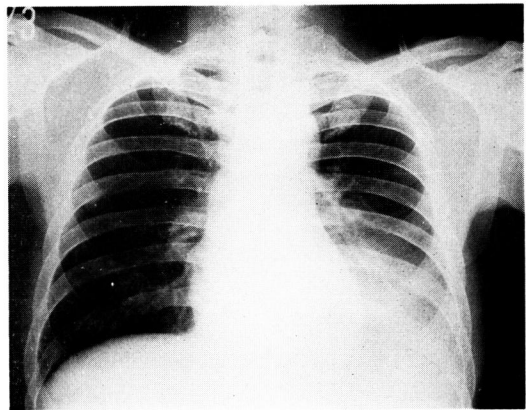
症例2の胸部X線像（38病日）
